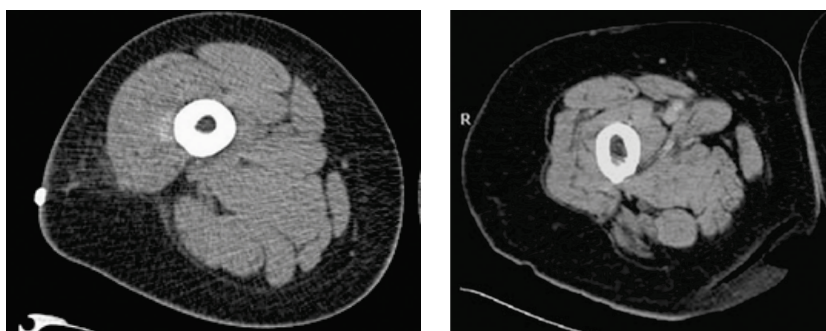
Imatge d'obesitat sarcopènica (TAC).
